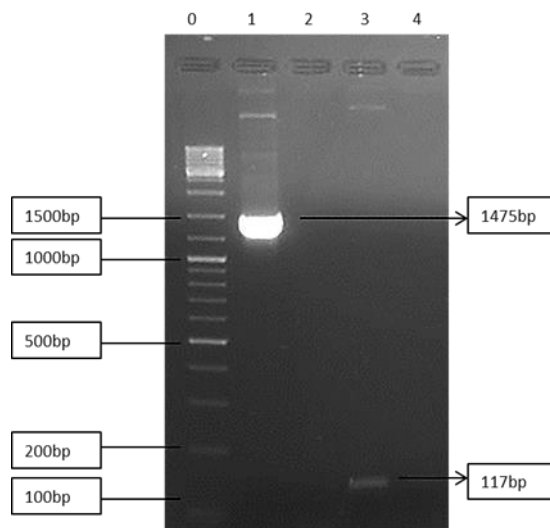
Eletroforese em gel de agarose 1,5% dos produtos de PCR de CD4-CT e da 1ª reação de VSVG Δ CT. (0) Marcador Gene Ruler DNA mix Fermentas; (1) 1ª Reação de PCR VSVG Δ CT positivo – 1475bp; (2) 1ª Reação de PCR VSVG Δ CT controle negativo; (3) PCR CD4-CT positivo – 117bp ; (4) PCR de CD4-CT controle negativo.
